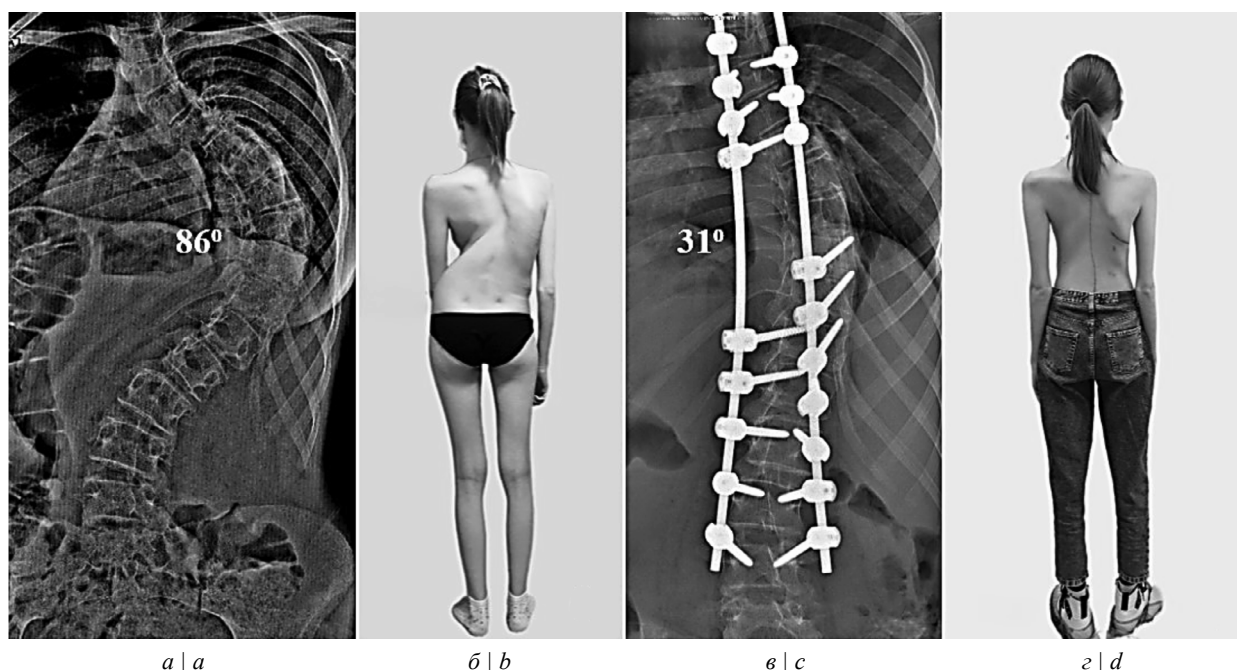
Внешний вид больной П., 16 лет, сзади и рентгенограммы во фронтальной плоскости.
